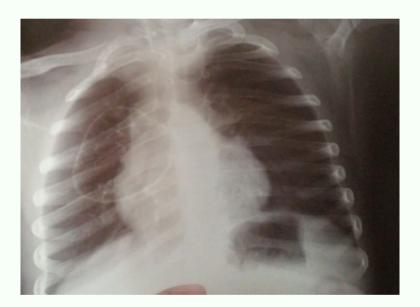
Deuxième radiographie de face
